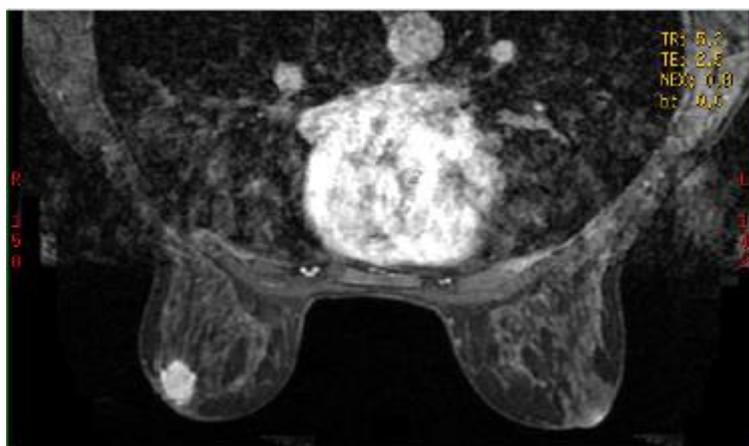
RM mamaria axial en secuencia dinámica. Realce nodular en mama derecha de 16x14mm de tamaño, localizado en plano anterior paraareolar externo de morfología ovoidea, contornos lobulados y realce interno heterogéneo.
